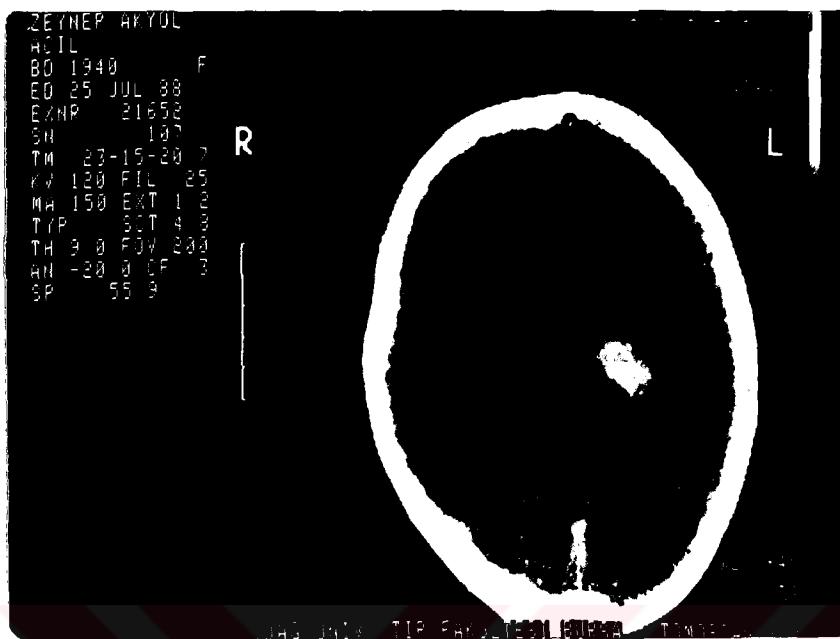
15 nolu vak'anan CT si, Solda temporoparietal hemoraji saptanan hastada test sonucu Wernicke afazisi idi.
